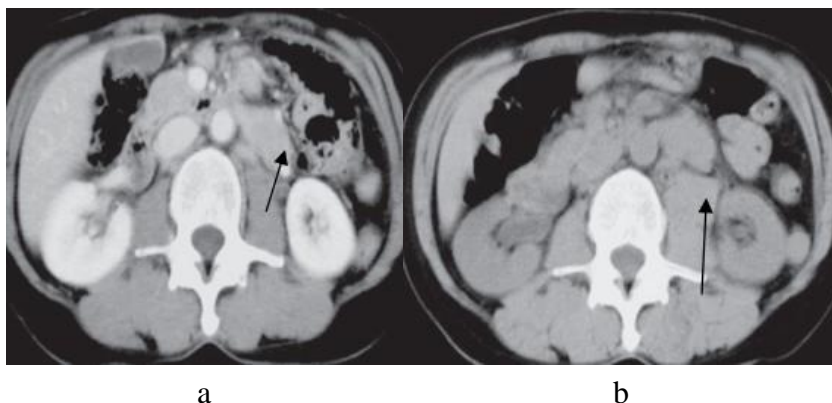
а – диагностическая МСКТ в аксиальной плоскости с контрастированием, положение пациента лежа на спине; стрелкой указано новообразование в парааортальной области диаметром 3 см. б – контрольная МСКТ после биопсии задним доступом с визуализацией забрюшинной гематомы (стрелка)
